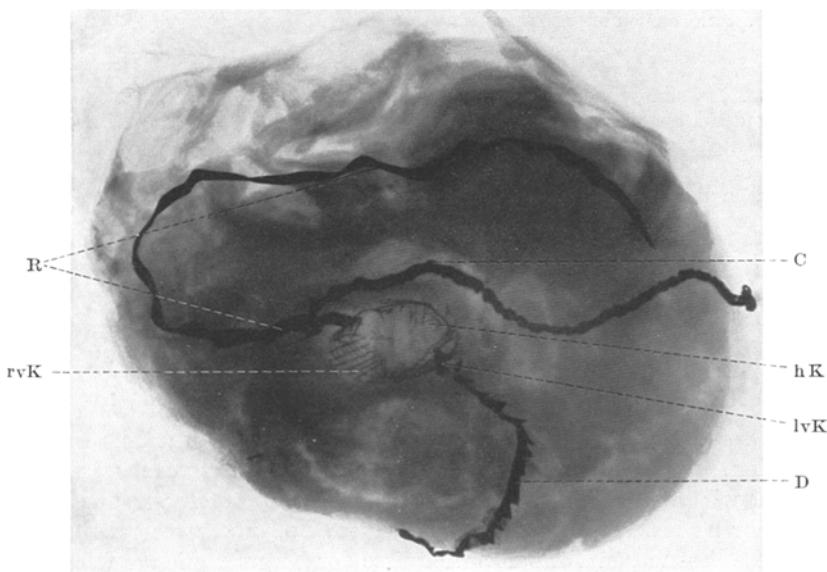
Röntgenbild des Leichenherzens (basal-apical). Coronararterien mit Bleistreifen, Aortenklappen mit Drahtsieb ausgelegt. hK hintere Klappe, rvK rechte vordere Aortenklappe, lvK linke vordere Aortenklappe, R rechte Kranzarterie, D Ramus desc. ant. C Art. circumfl., aus dem rechten Coronarostium entspringend.
